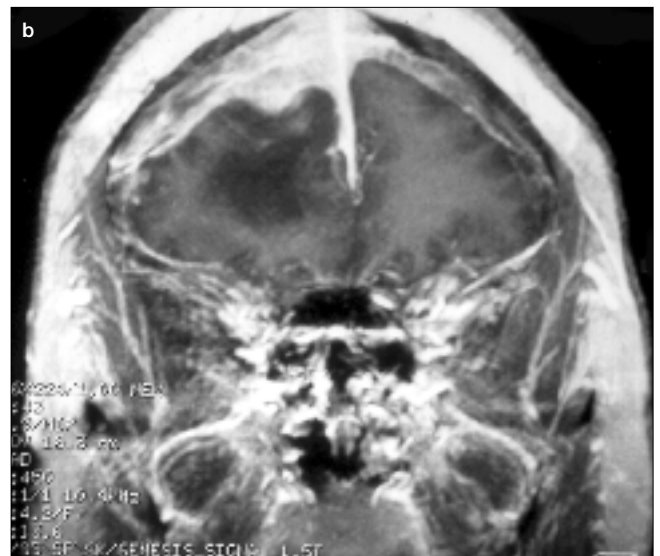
RM cerebral. a) Área de hiperséñal frontal derecha en T₂, con cierto efecto masa sobre el asta frontal y cuerpo del ventrículo ipsilateral, y en surcos de la convexidad. b) Con contraste paramagnético, existe captación en meninge en el ámbito frontal derecho.
